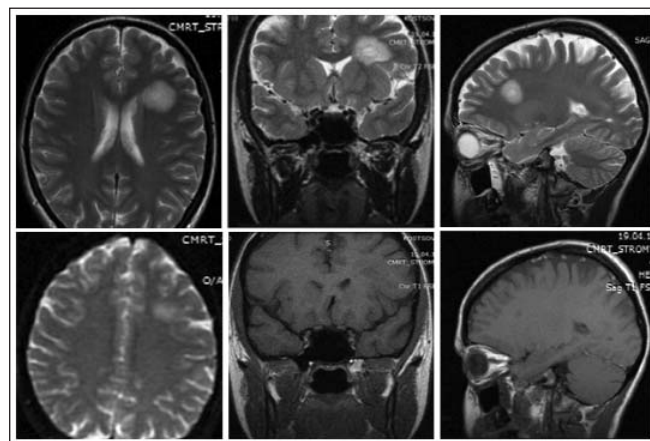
Изображения, полученные при МРТ головного мозга пациентки С. с контрастным усилением (от 10.04.2021 г.)
